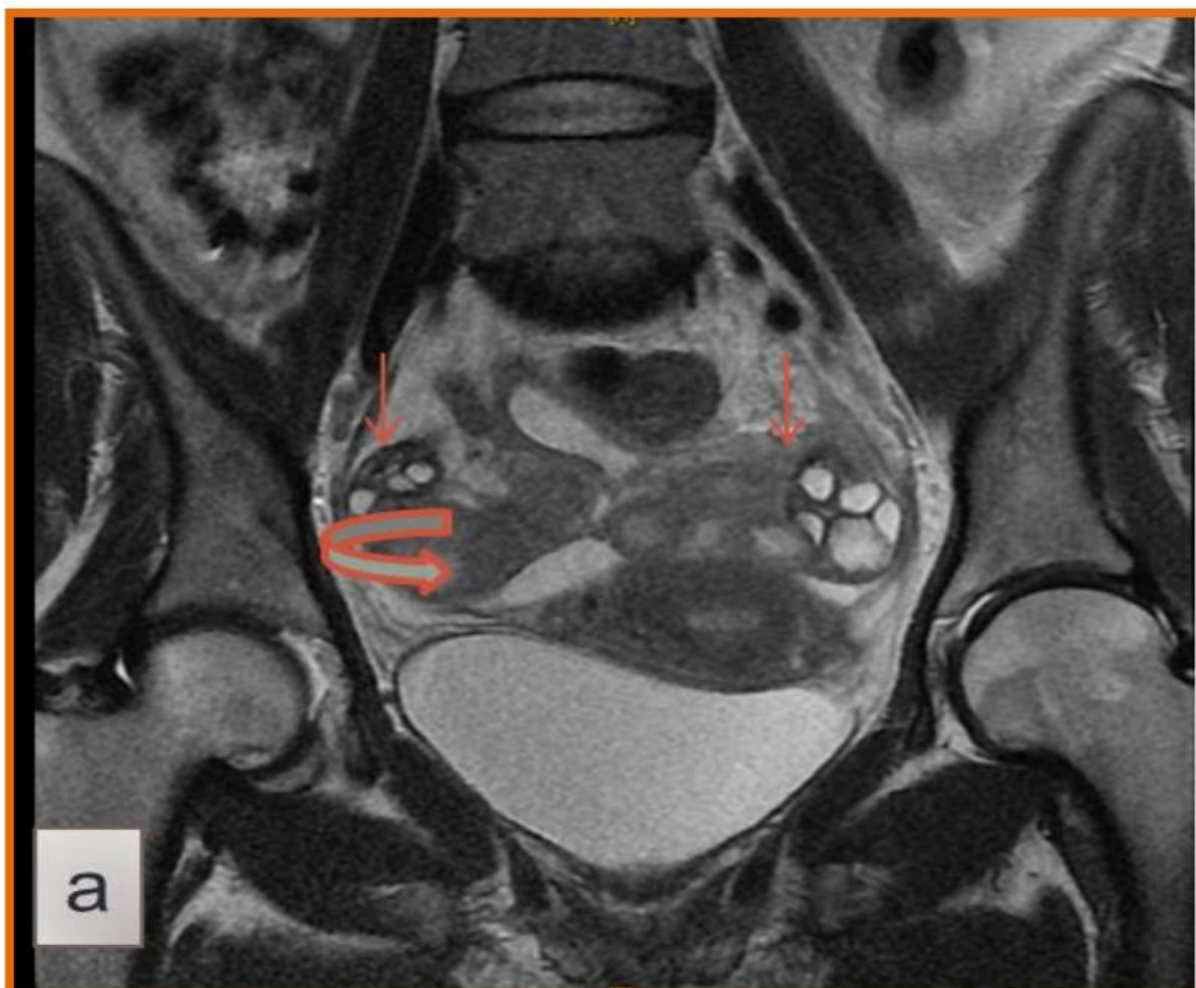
a : IRM pelvienne : coupe coronale T2
